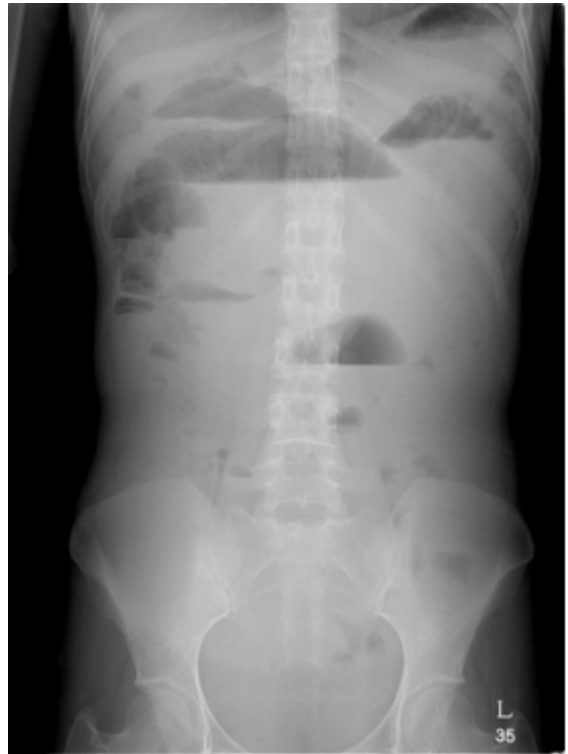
Abdominal plain X-ray. The picture shows multiple air fluid level in upper abdominal cavity due to small bowel ileus.
